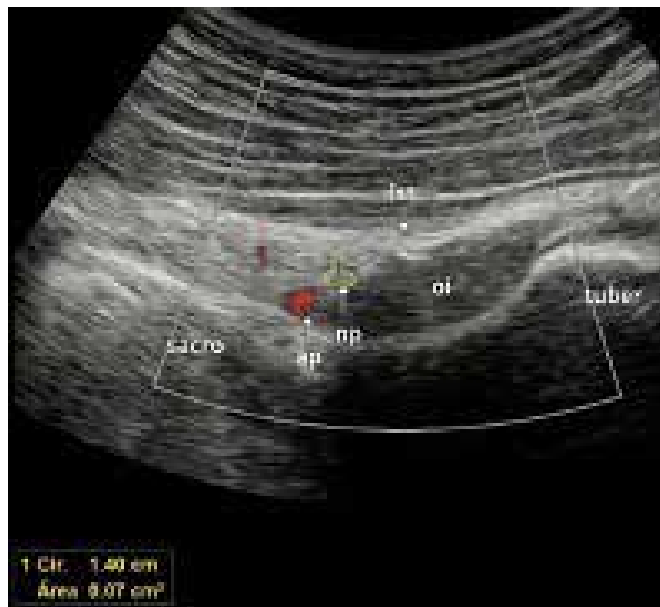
Transdutor convexo. Imagem ultrassonográfica de caso clínico - ap – artéria pudenda (power Doppler), np – nervo pudendo (amarelo), lst – ligamento sacrotuberal, oi – músculo obturador interno.
